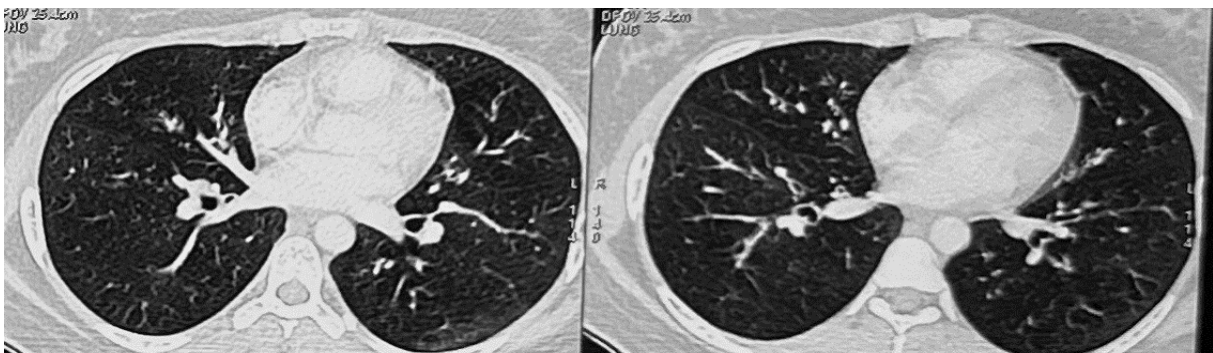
TDM thoracique après 3 mois de traitement
